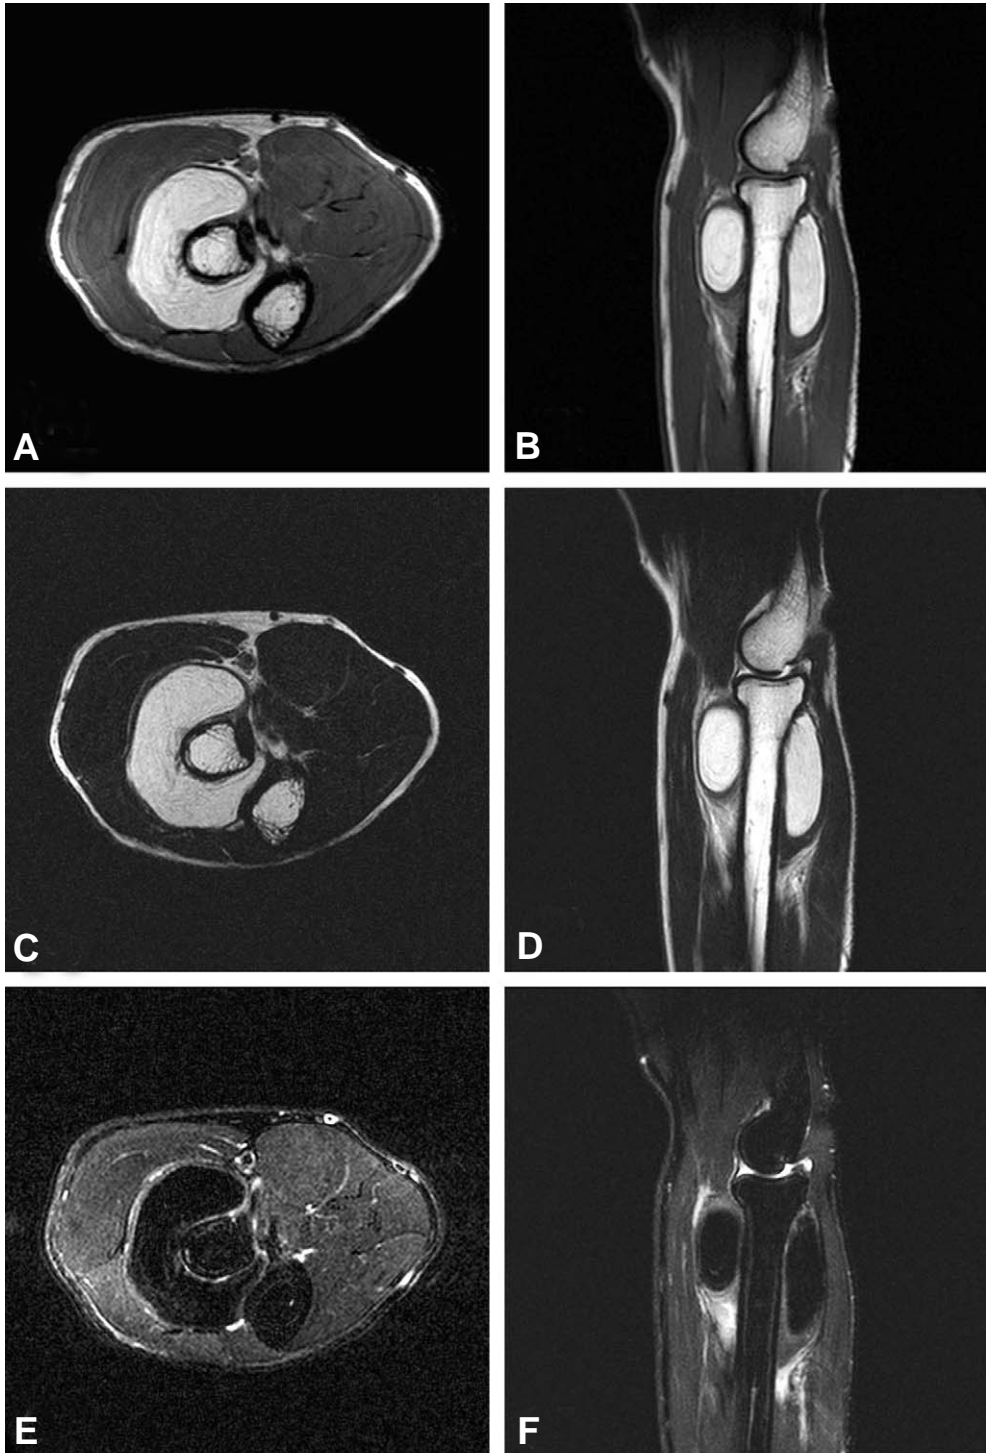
T1-weighted axial MR image (A), T1-weighted coronal MR image (B), T2-weighted axial MR image (C), T2-weighted coronal MR image (D), Fat suppressed axial MR image (E) and Fat suppressed coronal MR image (F) showed a high-intensity mass consistent with lipoma circumscribing radial neck, which is a characteristic of parosteal lipoma.
